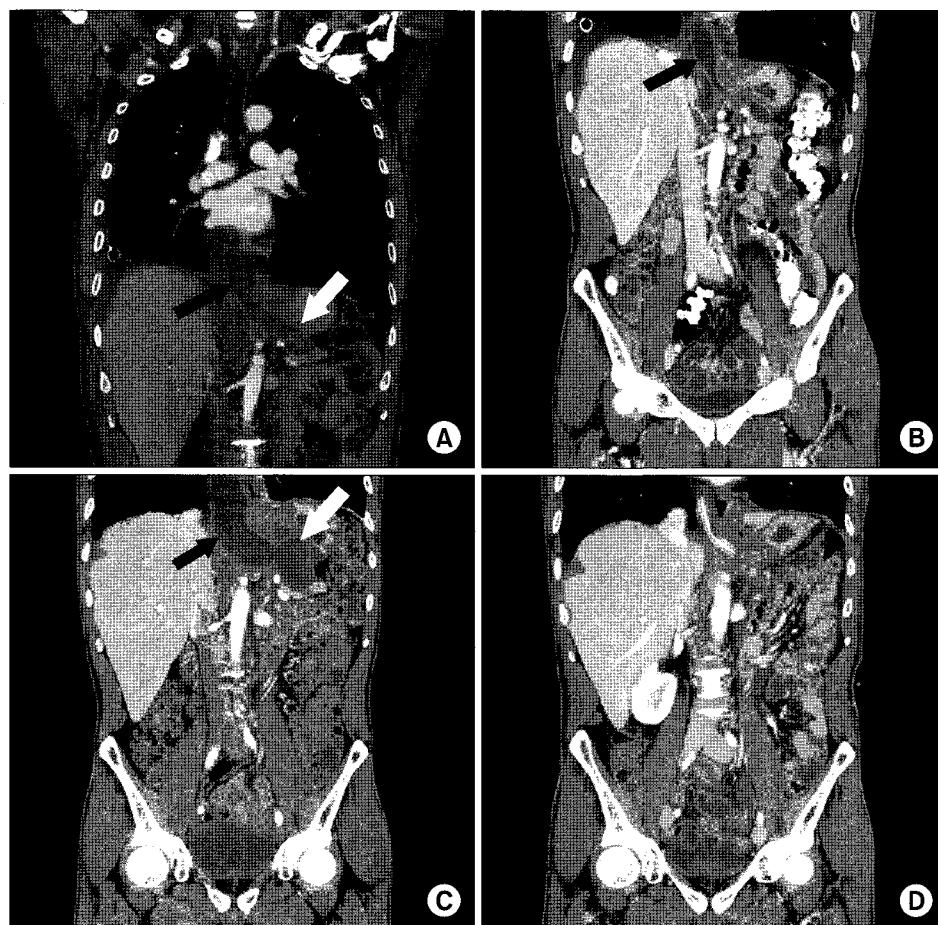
Enhanced CT showing pancreaticopleural fistula (black arrows) and pancreatic pseudocyst (white arrows) at admission (A), after conservative management (B), at second admission (C), and after operation (D).
